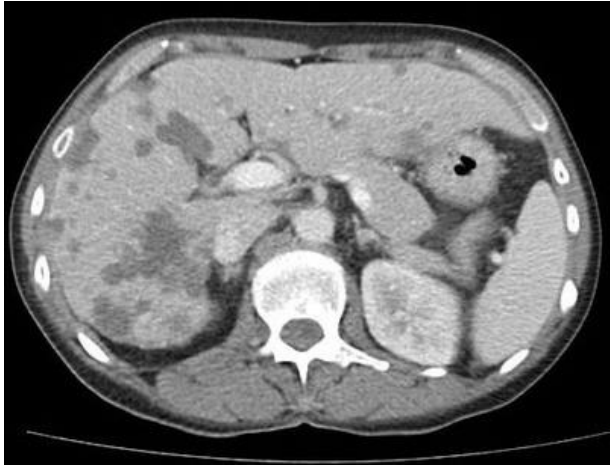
TC con metástasis hepáticas.
